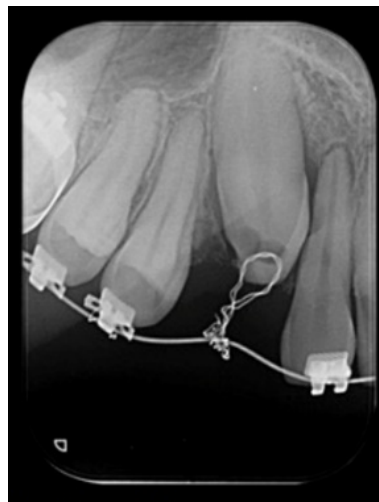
Radiografia periapical mostrando o tracionamento do canino permanente após a montagem do aparelho fixo. Fonte: Barbosa et al., (24)
